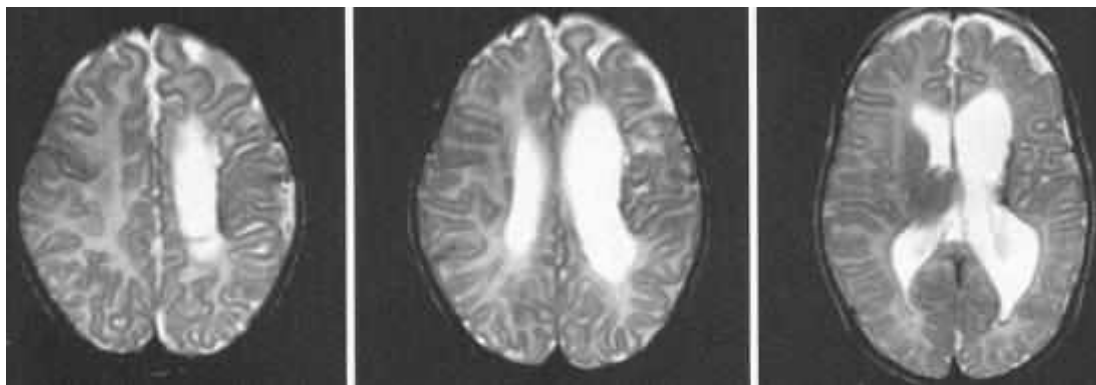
МРТ ГМ хворого С., 2,5 років з агенезією мозолистого тіла та прозорої перетинки. Т2-зважене зображення, аксіальна площина
